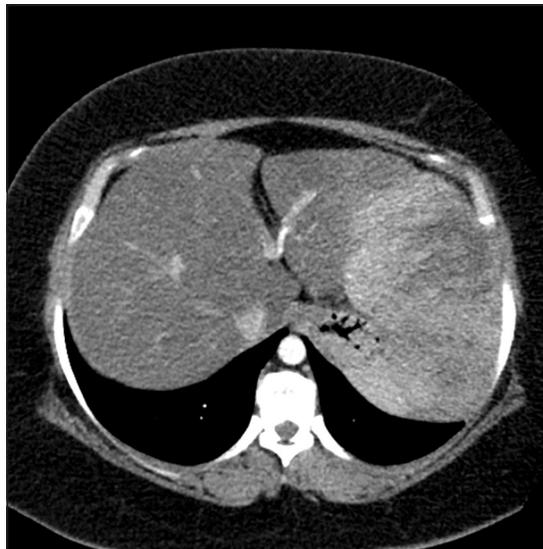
TAC, voluminosa masa con extenso componente emergente, deformación de la pared anterior del abdomen.
